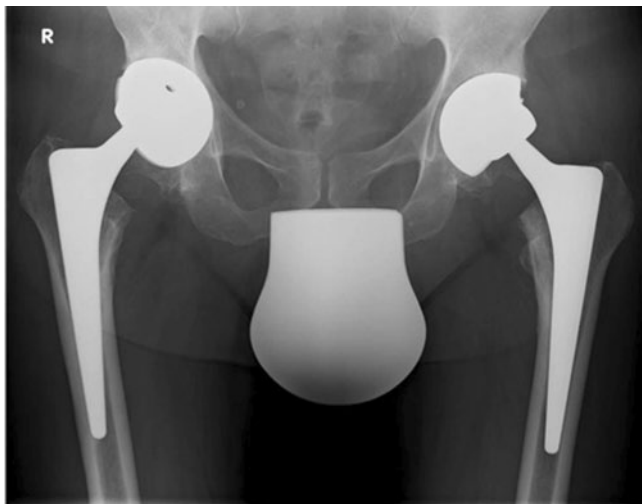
◀ Röntgenbeckenübersichtsaufnahme bei Zustand nach bilateraler, minimal-invasiver Implantation zementfreier Hüftgelenktotalendoprothesen. Deutlich zeigt sich die Steilstellung beider Pfannen. Der Geradschaft rechts ist varisch implantiert
